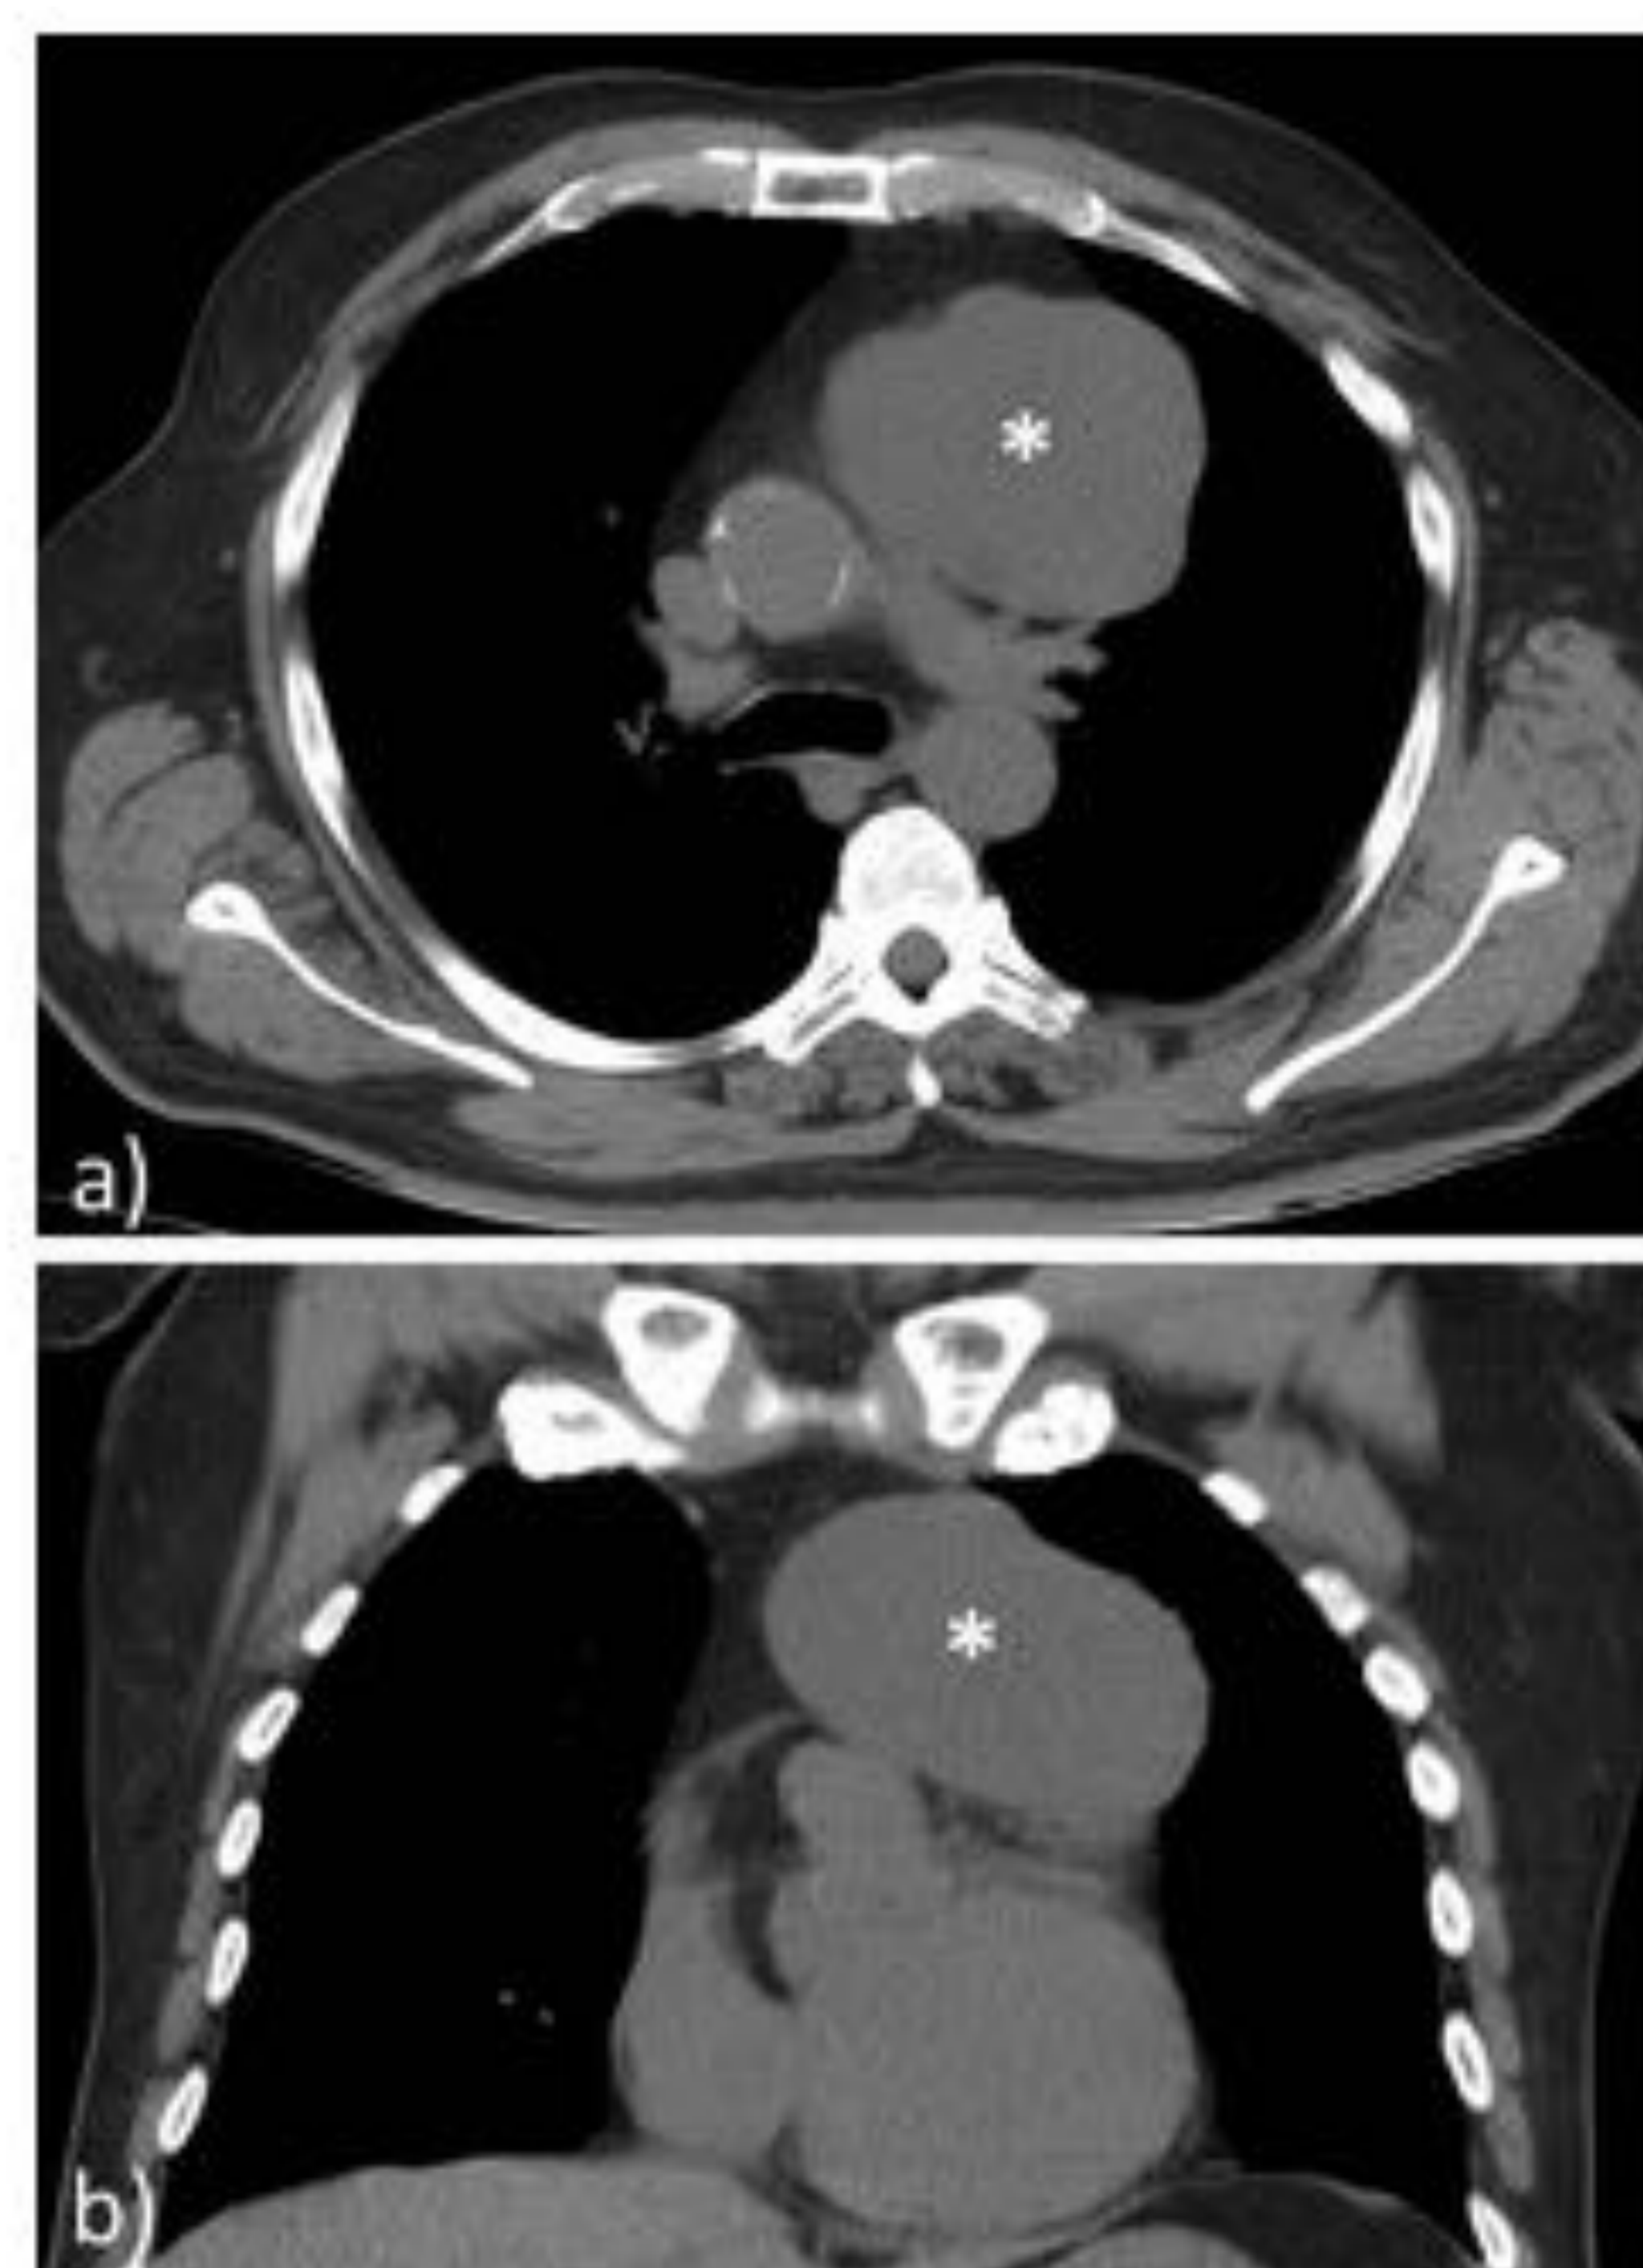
Hallazgo incidental presente en una Rx de tórax compatible con quiste tímico. a y b) Cortes axial y coronal de TC de tórax que muestran una lesión (asterisco) en mediastino anterior de aspecto homogéneo, con atenuación ligeramente superior al agua (22UH) y bordes bien delimitados. Muestra buen plano de clivaje con los grandes vasos y se extiende hacia los troncos supraaórticos.
